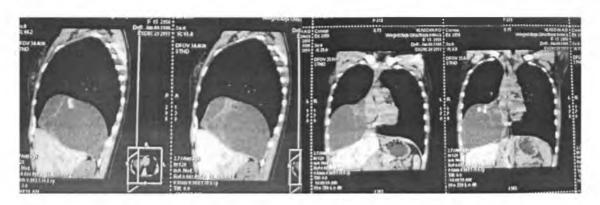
Результаты СКТ легких.
